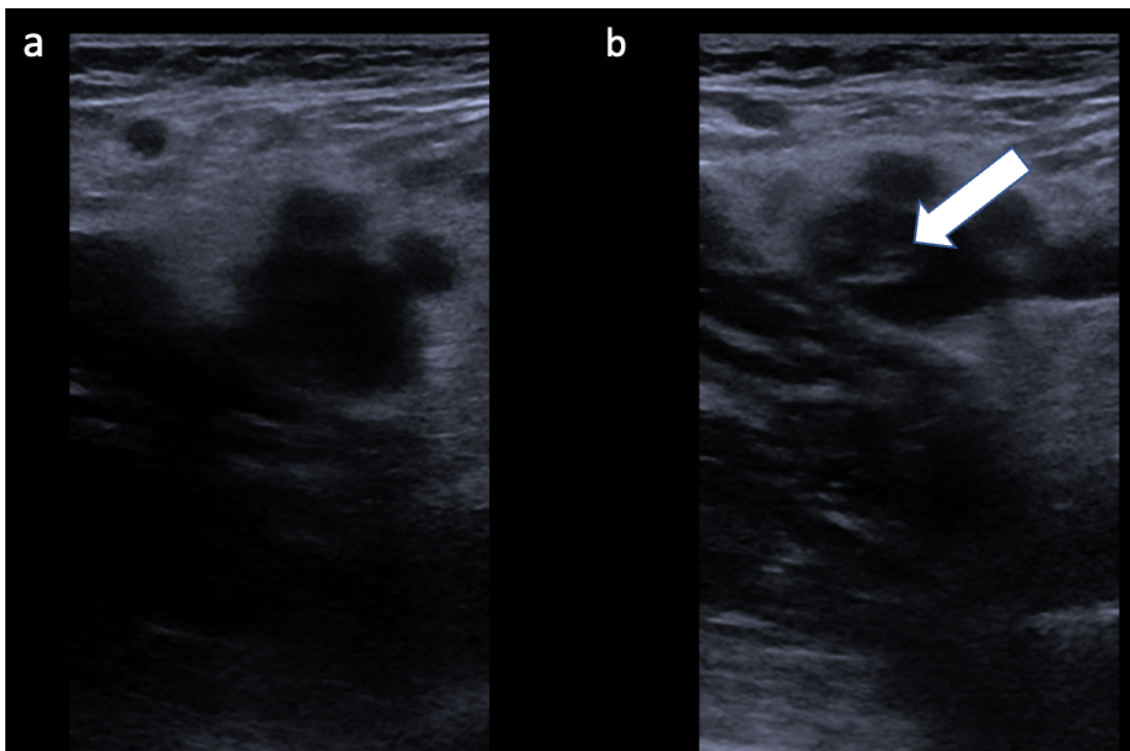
Bildbeispiel einer TVT in der Kompressionssonographie.
